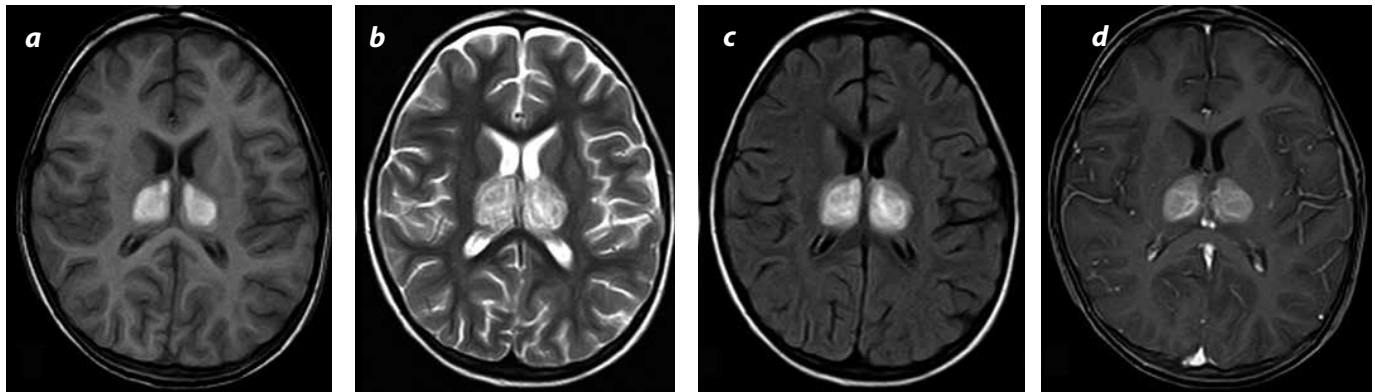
Cortes axiales a la altura de los tálamos. a) Imagen con información T1; b) con información T2; c) secuencia FLAIR con información T2; d) con administración de medio de contraste. Nótense las lesiones que afectan ambos tálamos con alta señal en imágenes con información T1, secundarias a hemorragia en dicha zona, de alta señal con información T2, con pequeñas áreas de baja señal en su interior, más evidentes en el centro (c) y que realzan con el medio de contraste.
